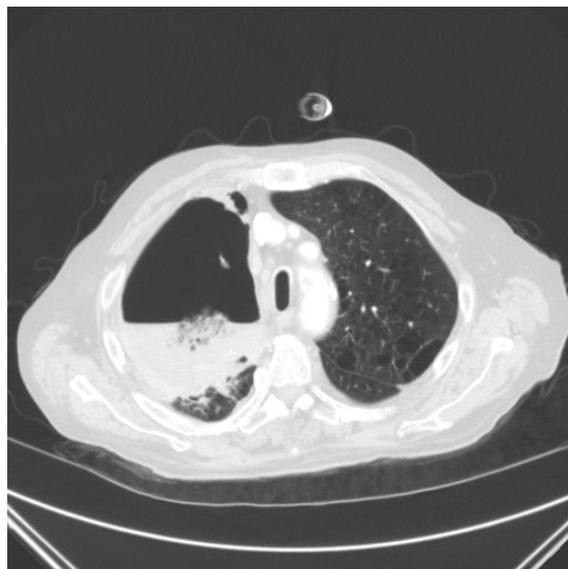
En la TC de tórax se identifican extensos cambios enfisematosos con bullas subpleurales en el pulmón izquierdo. El LSD aparece parcialmente destruido con un área de cavitación con paredes gruesas y nivel hidroaéreo en su interior que se asocia a colapso subtotal del parénquima pulmonar y consolidación alveolar del parénquima adyacente a la lesión
